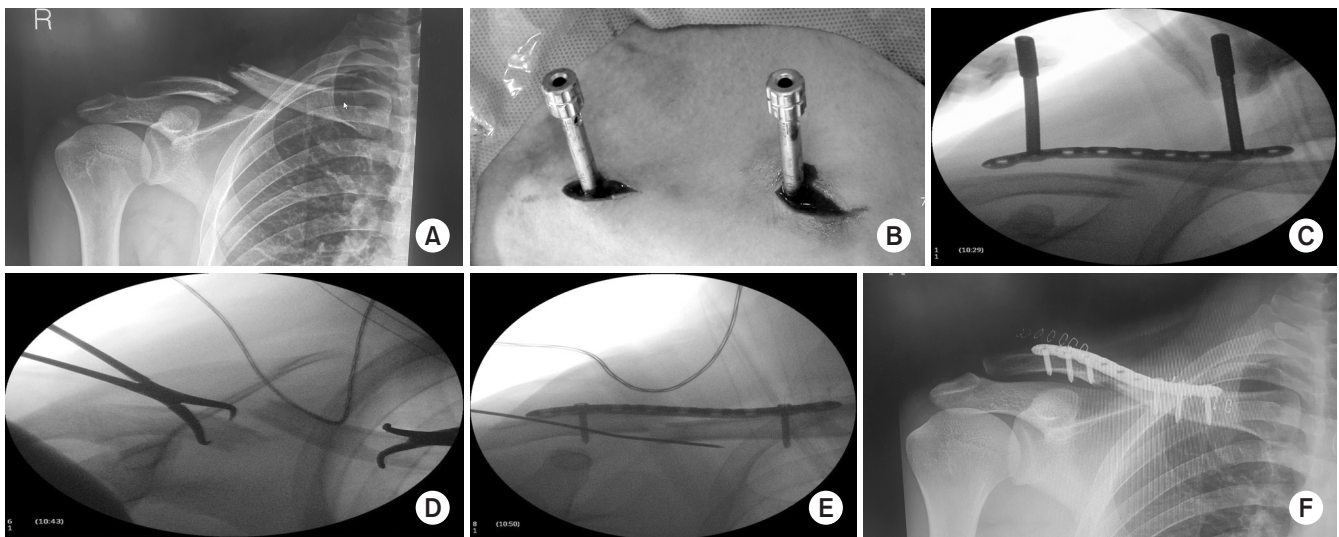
(A) Preoperative radiography. (B) Plate was slid through the submuscular tunnel. (C) During operation, the anteroposterior view was checked to prevent fracture distraction. (D) Check axial view for preventing anteroposterior translation. (E) Temporary fixation by K-wire and screw fixation. (F) Postoperative radiography.
